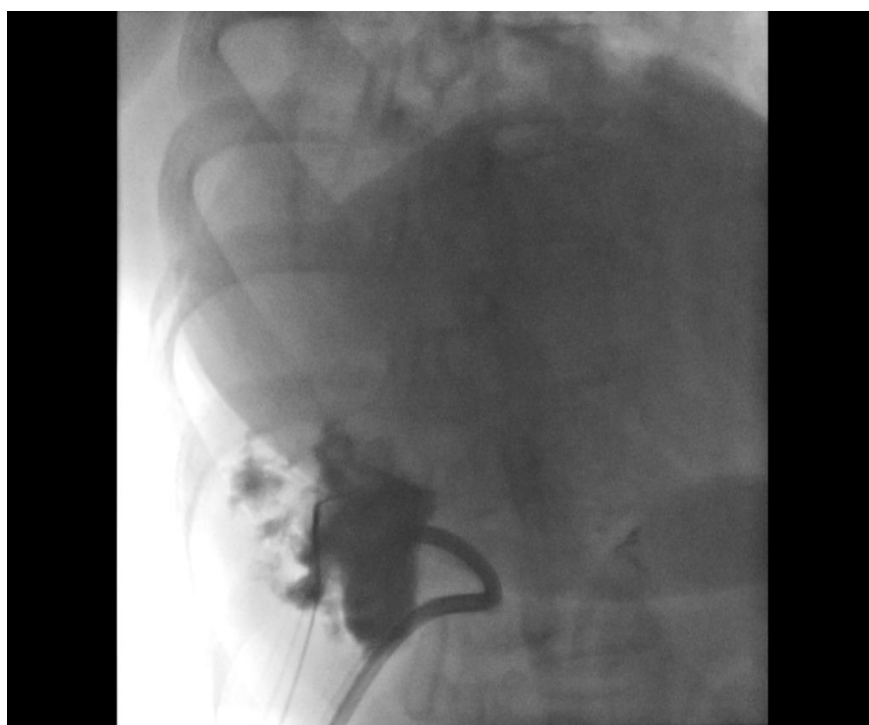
Пункция и установка проводника под контролем рентгеноскопии
